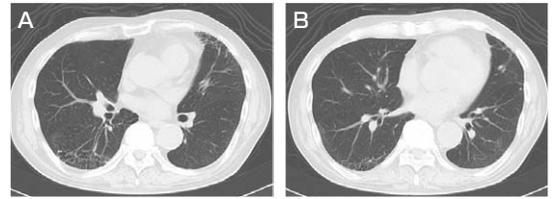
胸部CT(治療後)，異なるスライスレベル(A，B)治療前に認めた陰影は改善している。
